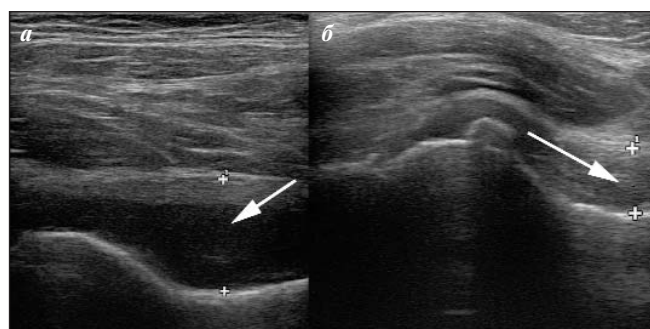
Пациент Л., 21 года. УЗИ левого ТБС: исходно (а) и через год терапии (б). Стрелками показано ШКР
